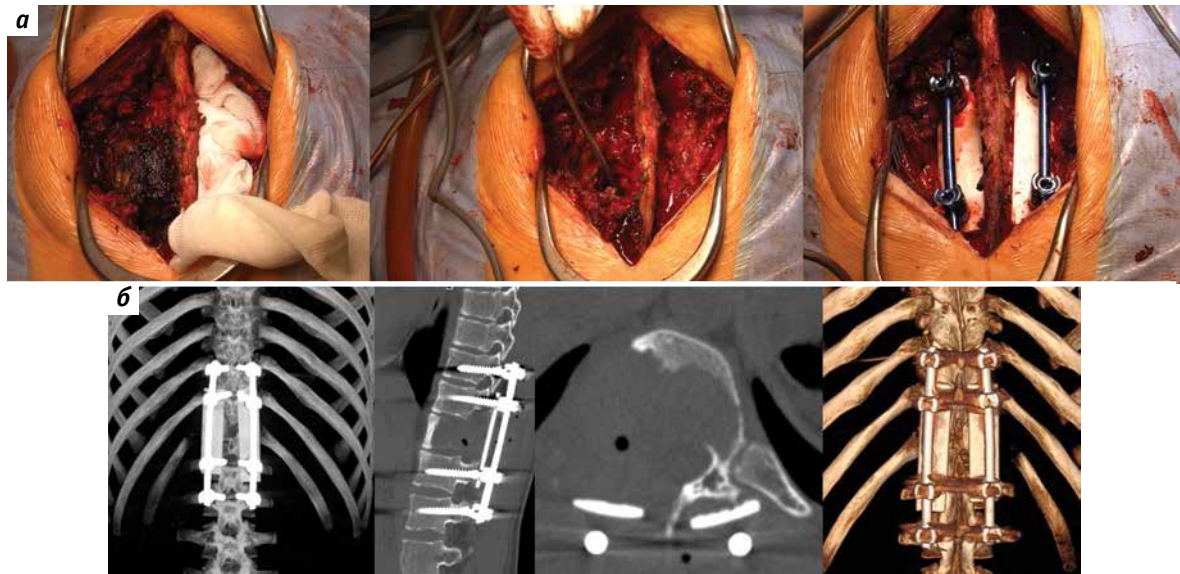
Первый этап хирургического вмешательства: а – интраоперационные фотографии; б – компьютерная томография после операции. Положение винтов в телах позвонков Th10, Th11, L1, L2 типичное, аллотрансплант фиксирован винтами с целью повышения контакта с задними элементами позвоночника
